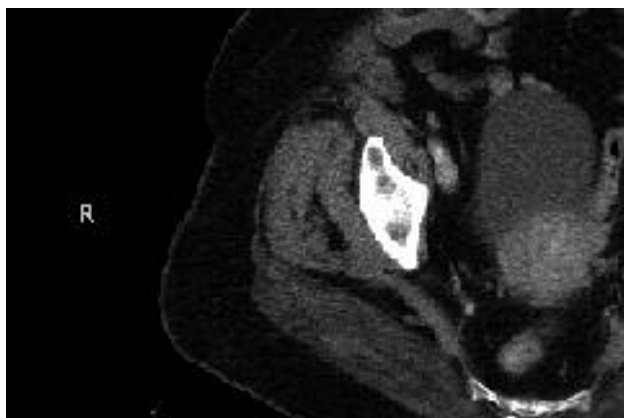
Tomografía axial computarizada que muestra imagen heterogénea en cavidad endometrial con ocupación de cavidad uterina por masa endometrial con afectación miometrial interna
